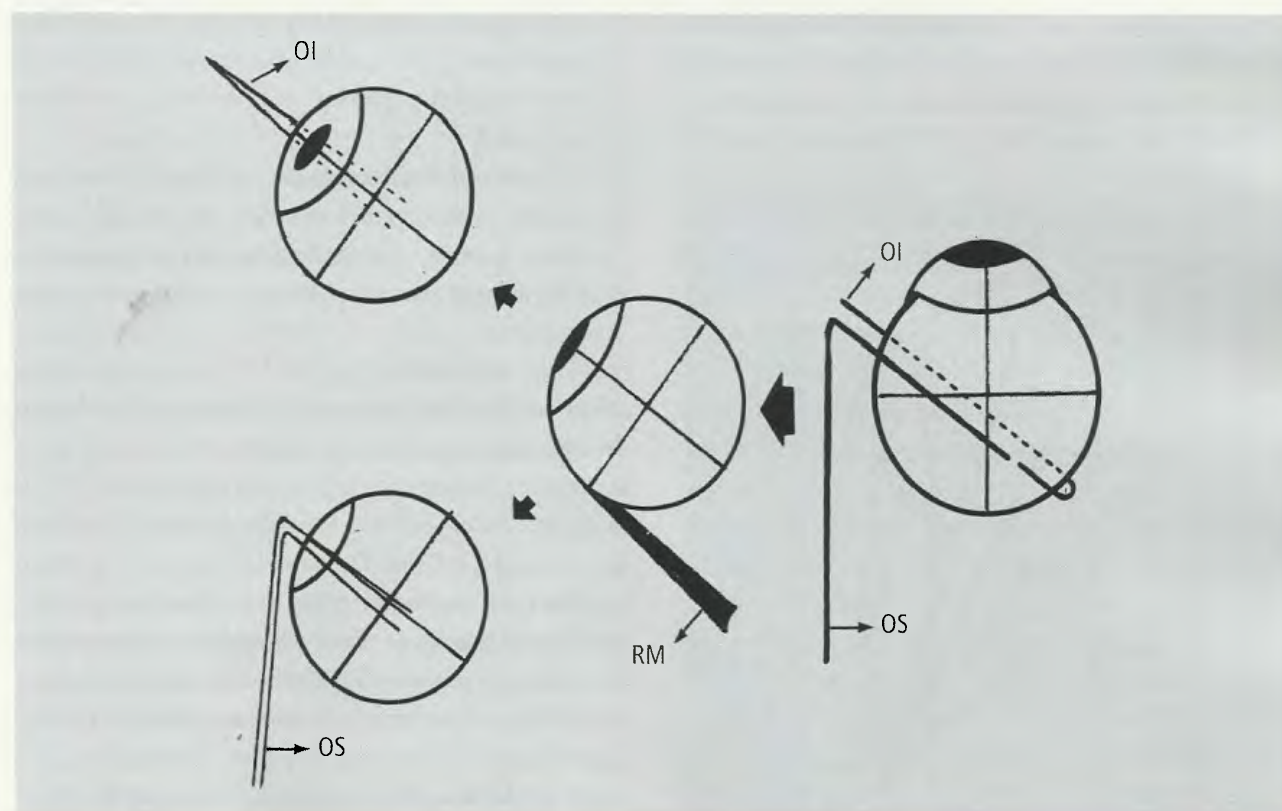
Ação dos músculos oblíquo superior (OS) e oblíquo inferior (OI) (ver texto). No olho aduzido, por ação do reto medial (RM), o oblíquo inferior eleva o olho, e o oblíquo superior o abaixa.
